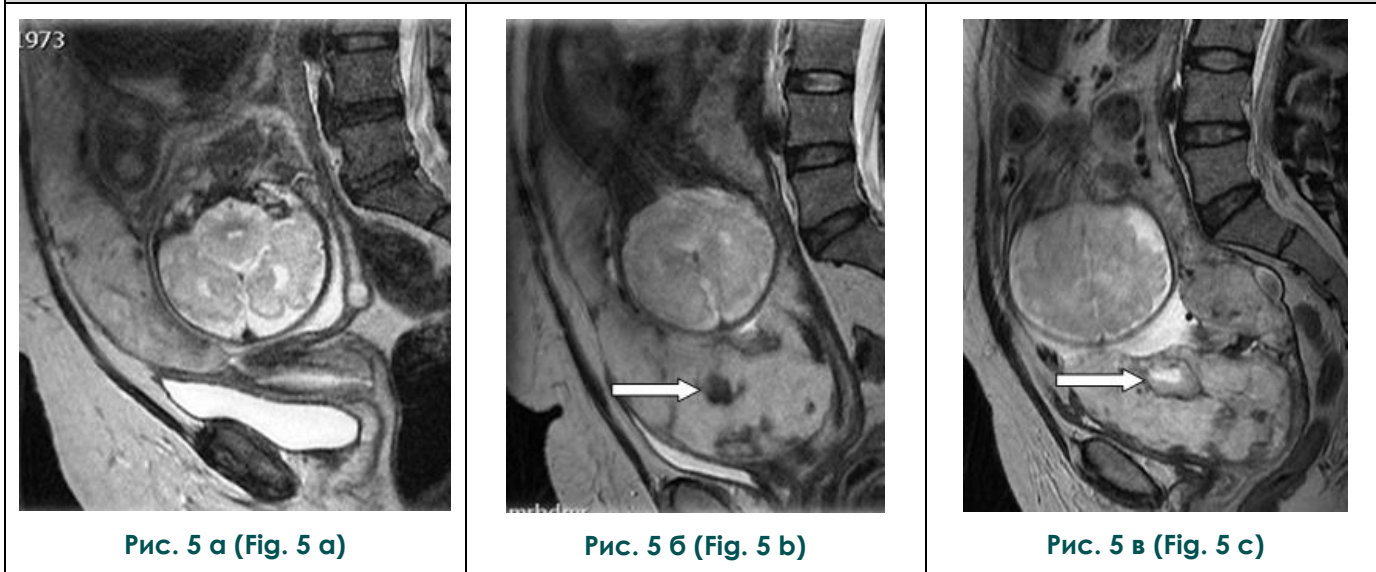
МРТ, сагиттальная плоскость, T2-ВИ.
